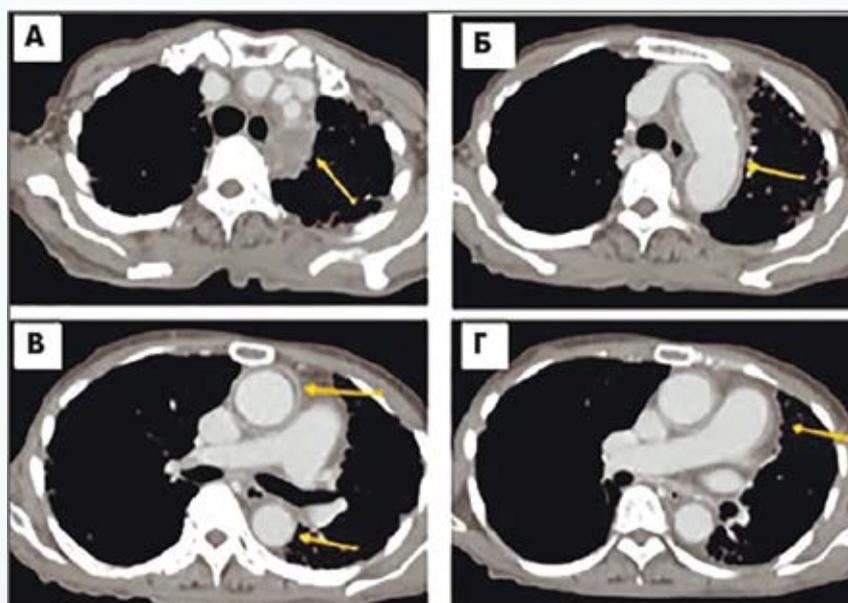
КТ органов грудной полости. Утолщение стенки и расширение дуги аорты (Б) и восходящего отдела аорты (В, Г), а также брахиоцефальных и левой подключичной артерий (А). Фотография заимствована из [30]
